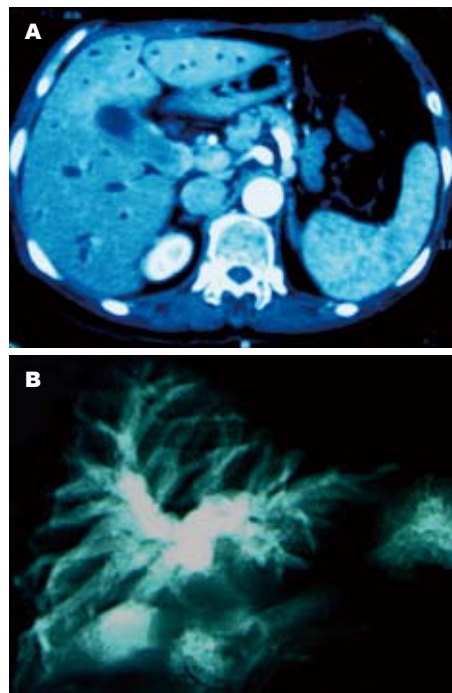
影像学表现. A: CT胆囊颈部病变累及胆囊管; B: MRCP肝内胆管扩张.
